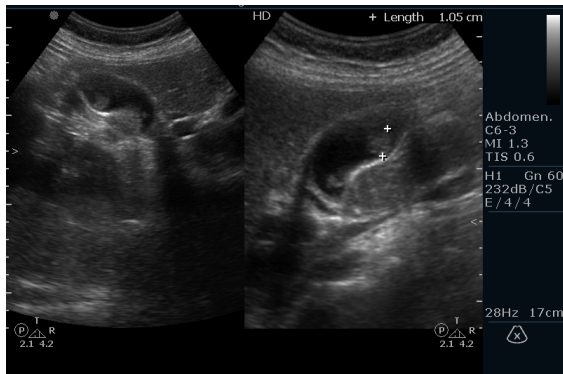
Abdominal sonography gallbladder polyps
